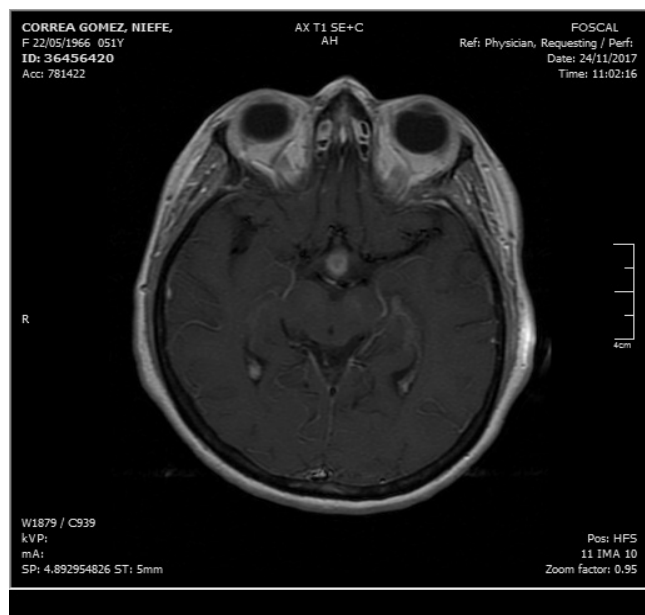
Resonancia magnética cerebral corte axial
